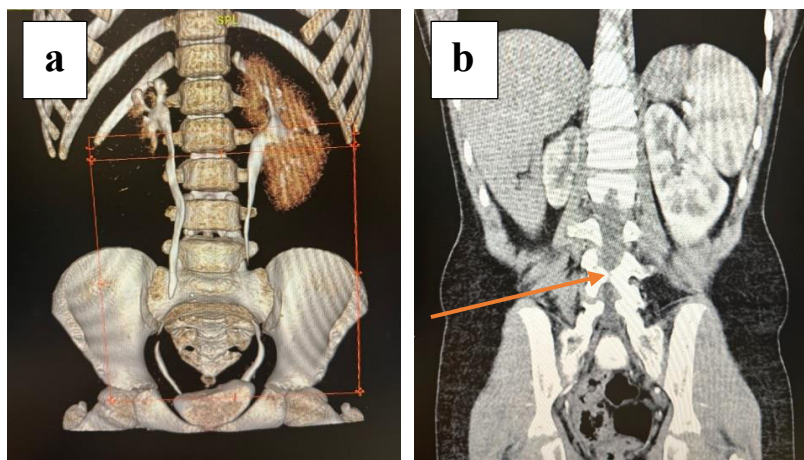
CT. Hipoplazie reno-vasculară pe dreapta.
